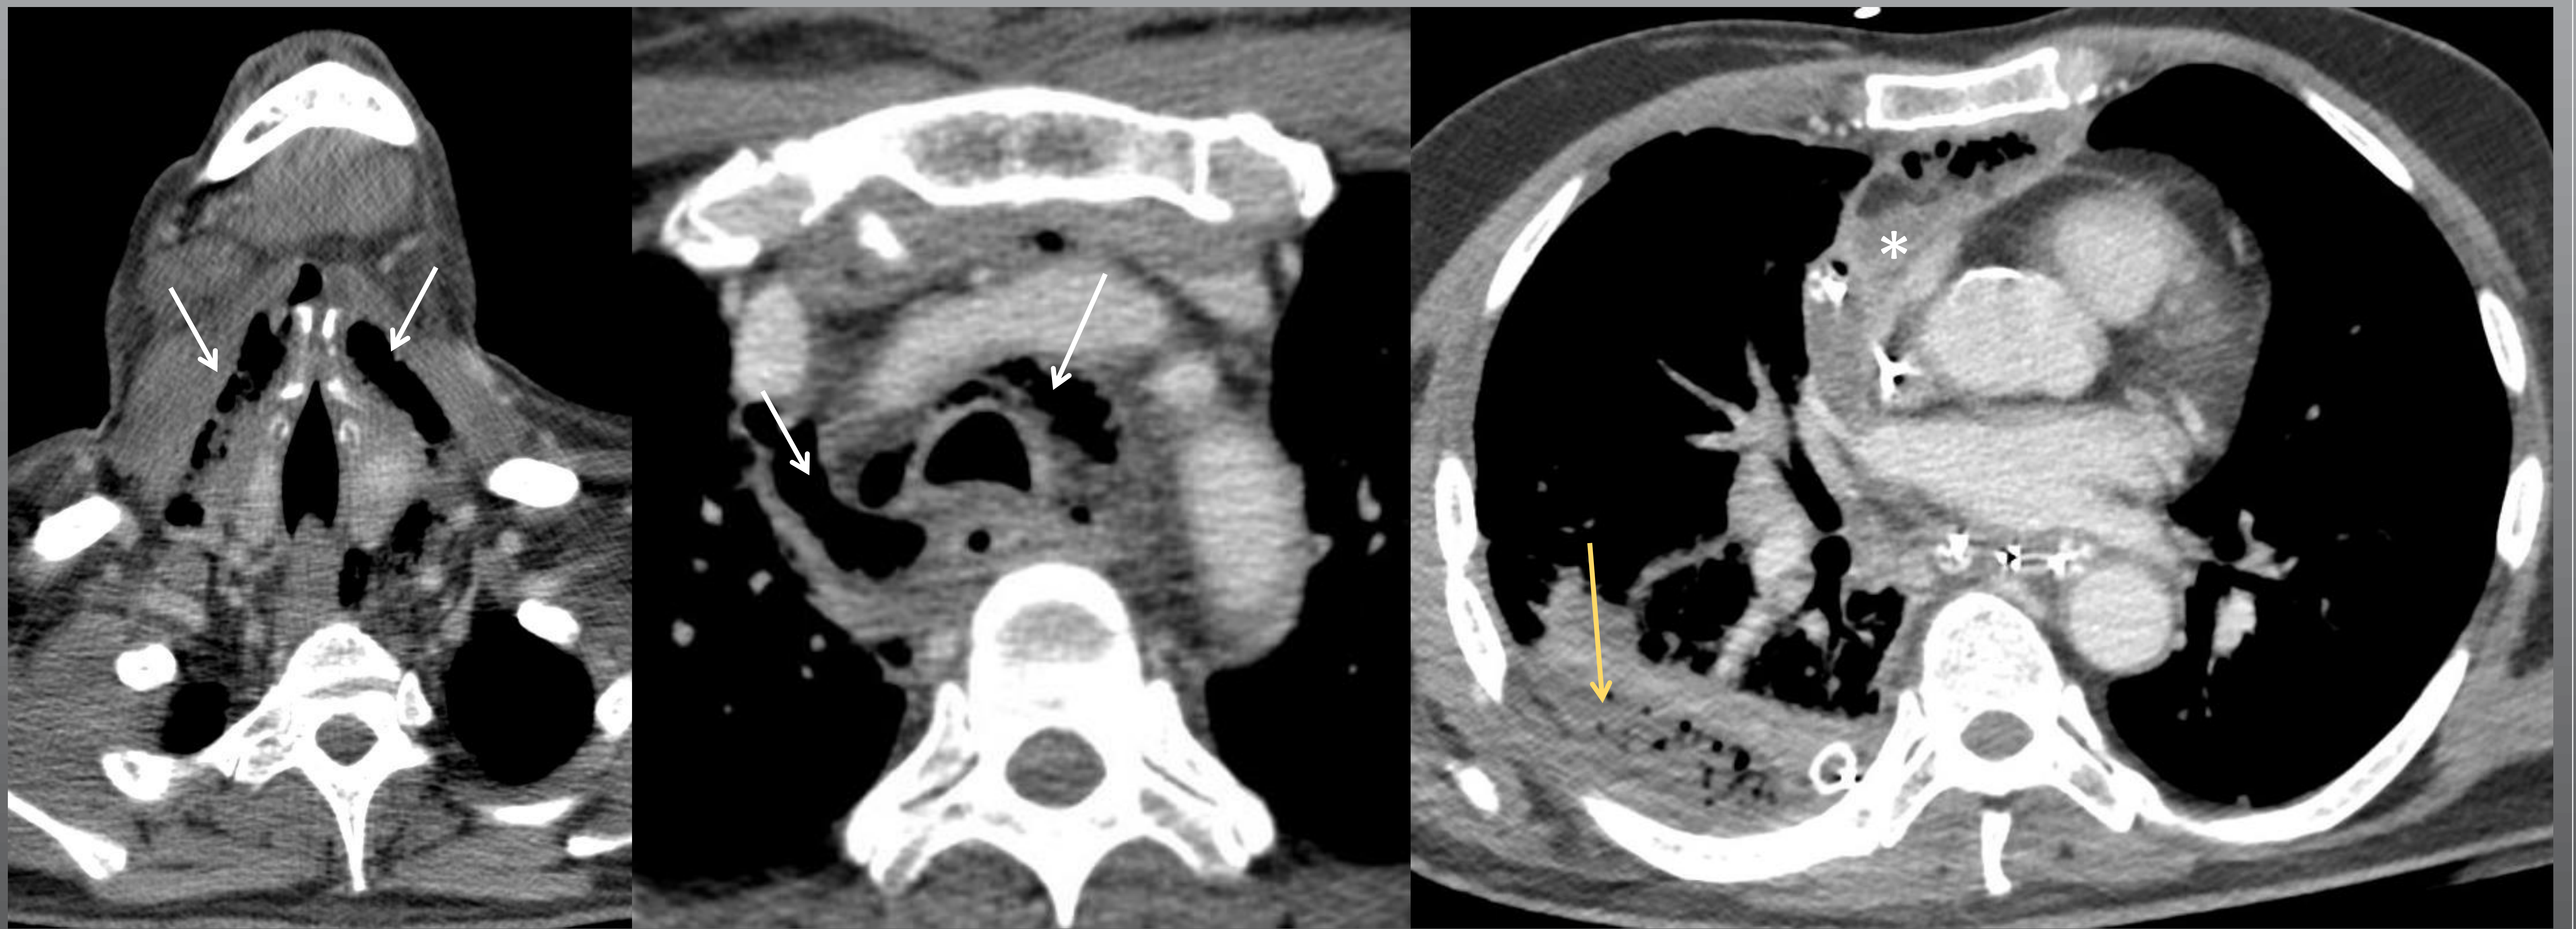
Paciente de 66 años con una MND tipo IIA (Endo et al.). La TC demuestra una extensa fascitis necrotizante cervical (flechas blancas) con extensión caudal mediastínica llegando a presentar una colección hidroaérea en ángulo cardiofrénico derecho (*) adyacente al pericardio así como un empiema derecho (flecha amarilla) como complicación; ambos drenados quirúrgicamente.
